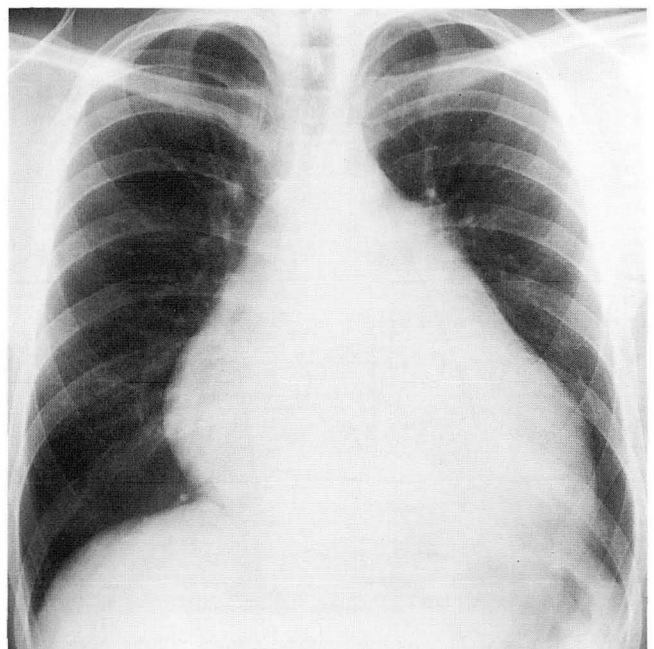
Chest radiograph shows cardiomegaly with sagging appearance and small amount of left pleural effusion.
